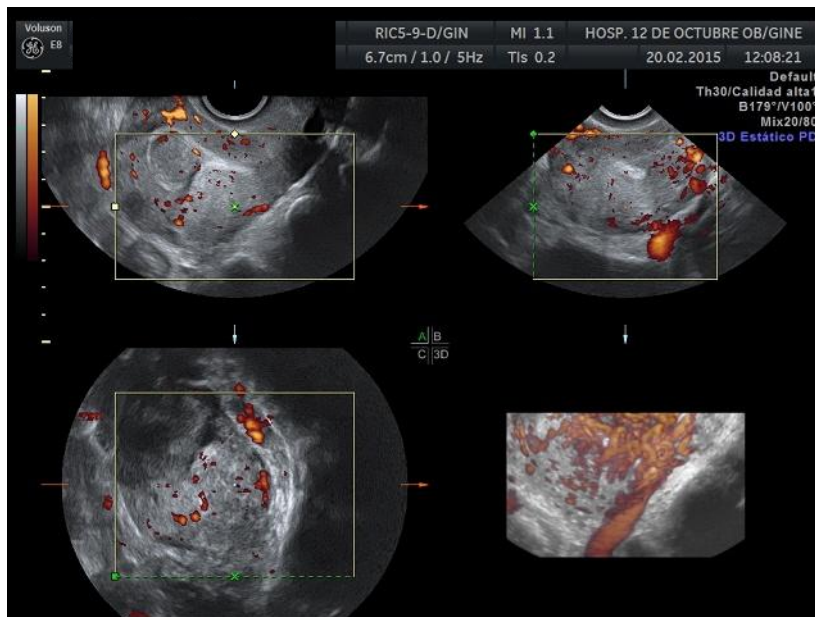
Uso del VOCAL y power Doppler en un mioma uterino.
